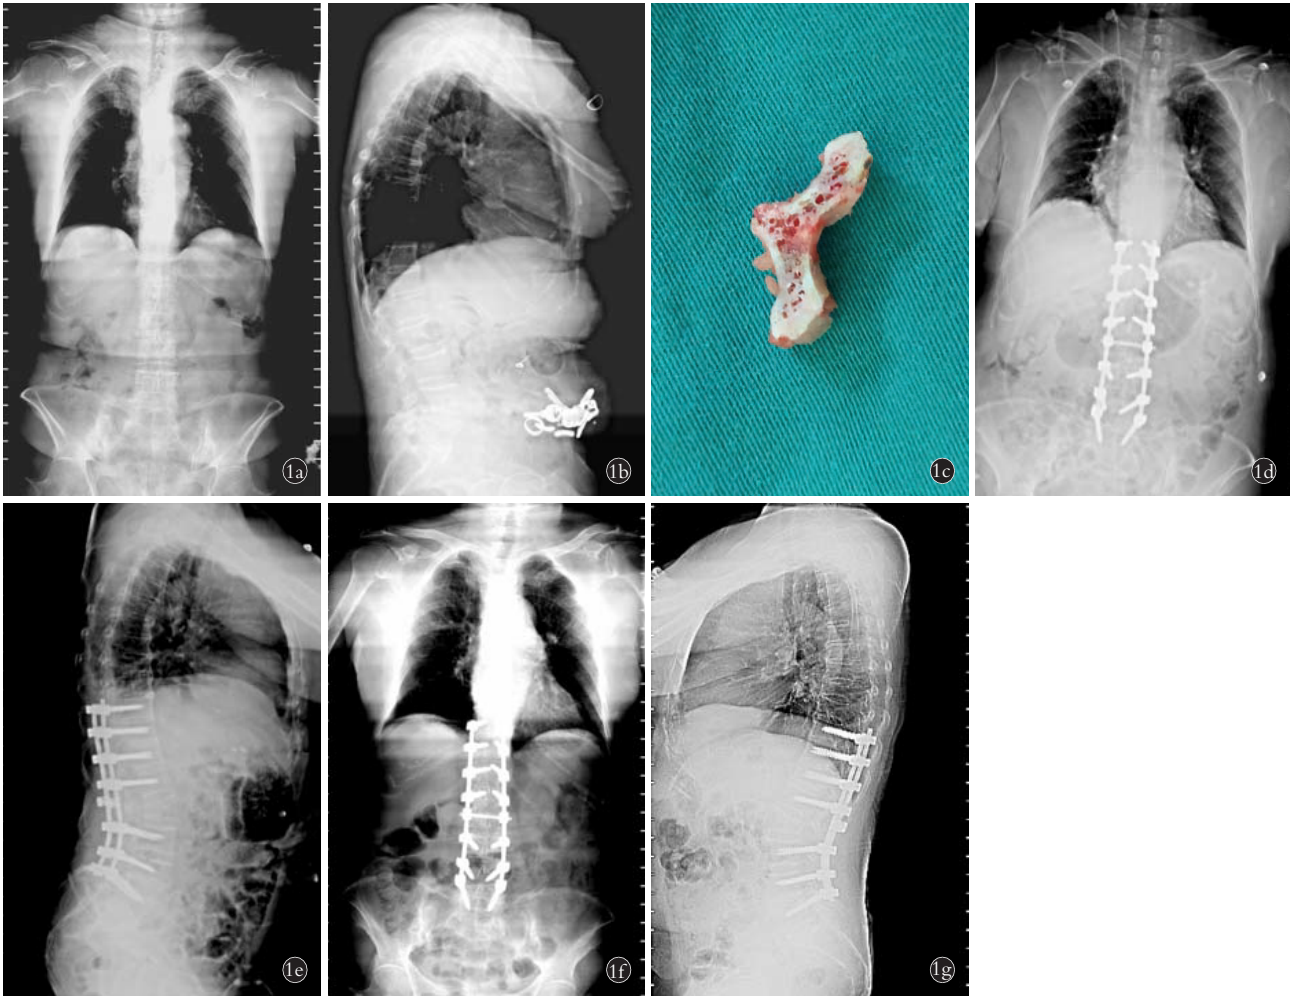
女性患者,71岁,退变性脊柱后凸畸形4年,行 T_{12} 、 L_1 、 L_2 3节段Ponte截骨 1a,1b.术前站立位脊柱全长正侧位X线片示脊柱后凸,Cobb角 29° 1c.术中超声骨刀切下完整椎板 1d,1e.术后20d脊柱全长正侧位X线片示脊柱后凸矫正,Cobb角 8° 1f,1g.术后1年站立位脊柱全长正侧位X线片示矫形无丢失,Cobb角 10°
